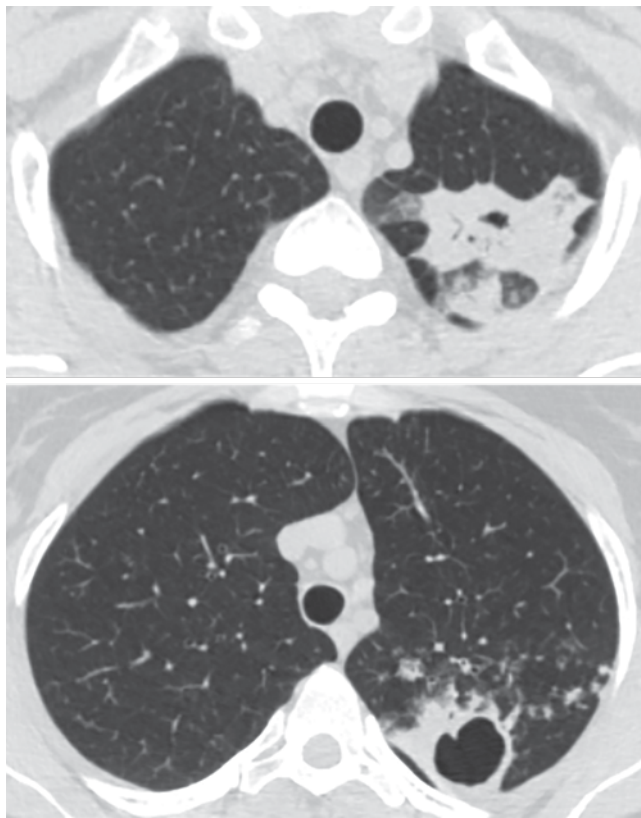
Компьютерная томограмма ОГК от 23.11.2017 г. пациентки К. Описание в тексте
